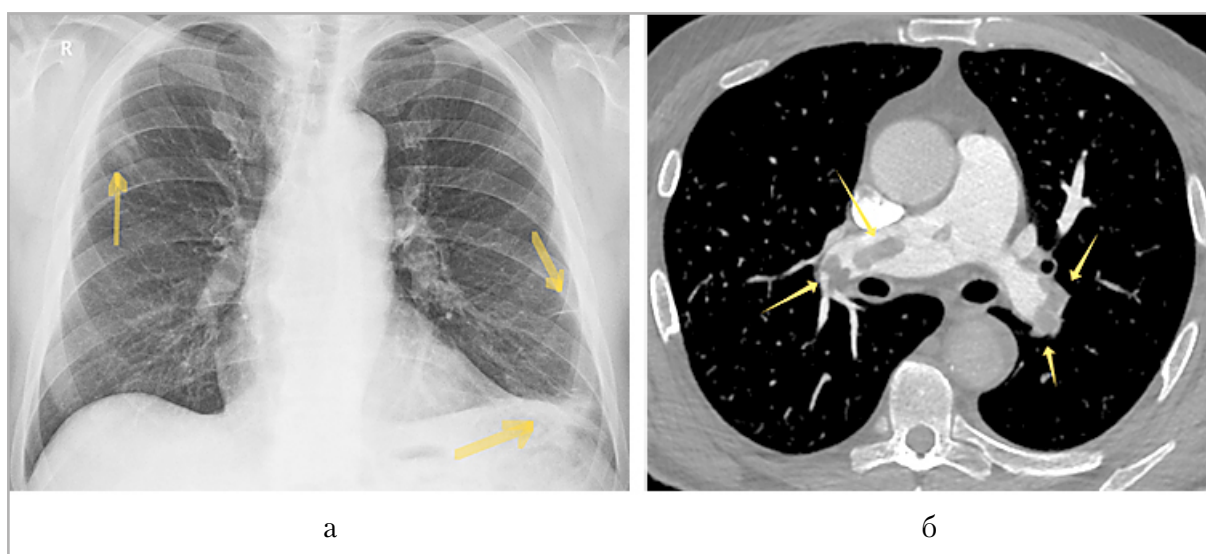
Обзорная рентгенограмма органов грудной клетки в прямой проекции (а), компьютерная томограмма органов грудной клетки с внутривенным контрастированием в аксиальной плоскости (б): а — косвенные признаки ТЭЛА (дисковидный ателектаз и участки уплотнения легочной ткани — инфаркты); б — крупные дефекты контрастирования в стволе и главных ветвях легочной артерии
